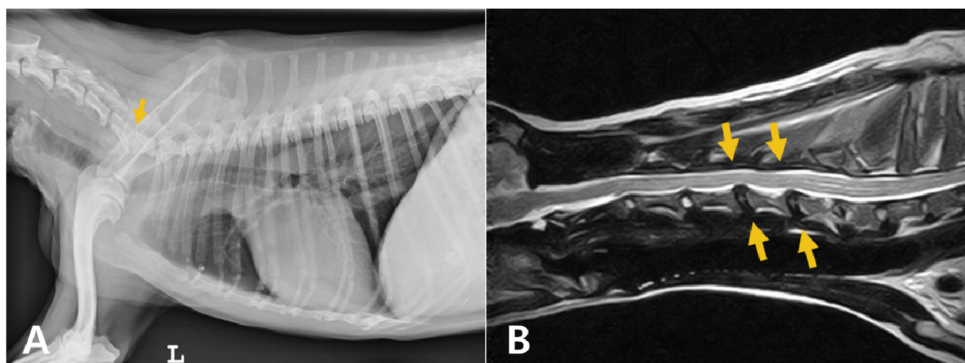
Thoracic radiography and MRI findings of the patient. Thoracic radiography shows intervertebral space narrowing between C6 and C7 (A). The spinal cord is mildly compressed by intervertebral disk material extrusion from C4 to C6 on MRI (B).
